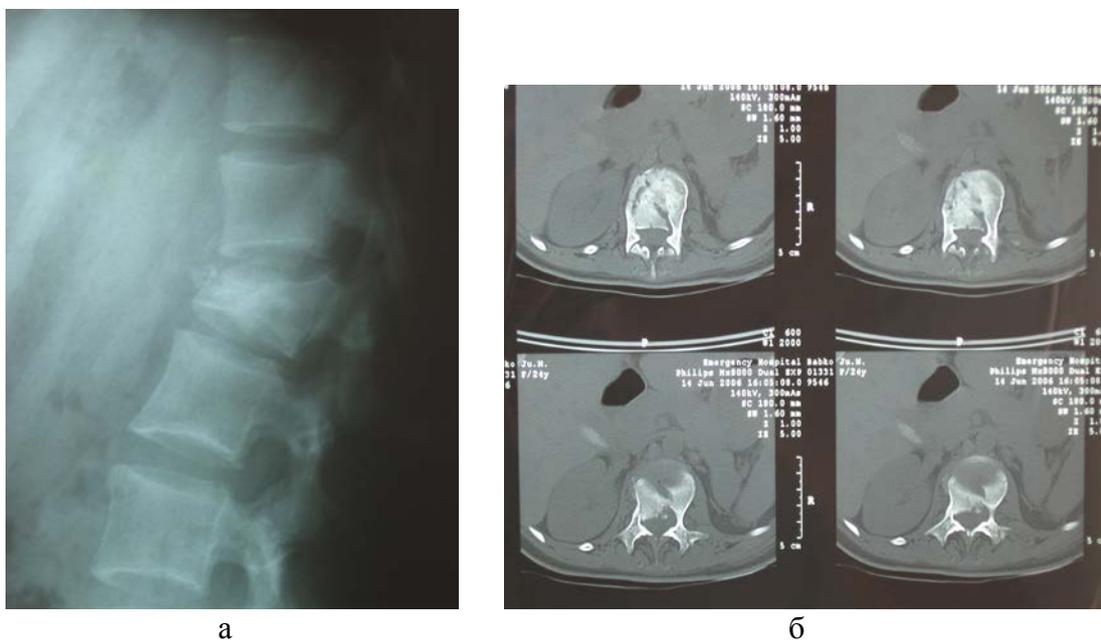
Отличительные рентгенологические (а) и КТ (б) признаки оскольчатого перелома (тип В): смещение фрагмента тела позвонка в позвоночный канал.
